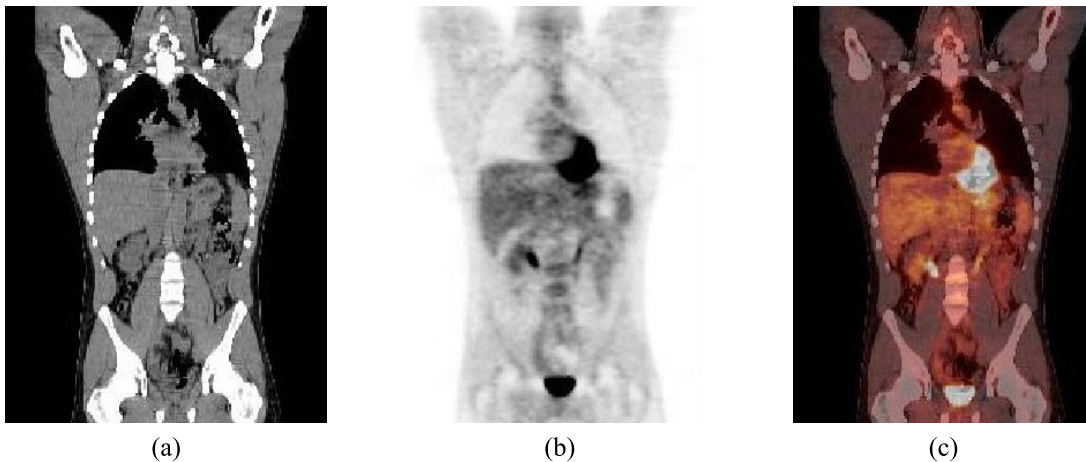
Différents types d'images en imagerie médicale : (a) image anatomique TDM, (b) image fonctionnelle TEP, (c) image multimodale fusionnée TEP/TDM [Doylestown Health, 2014].
